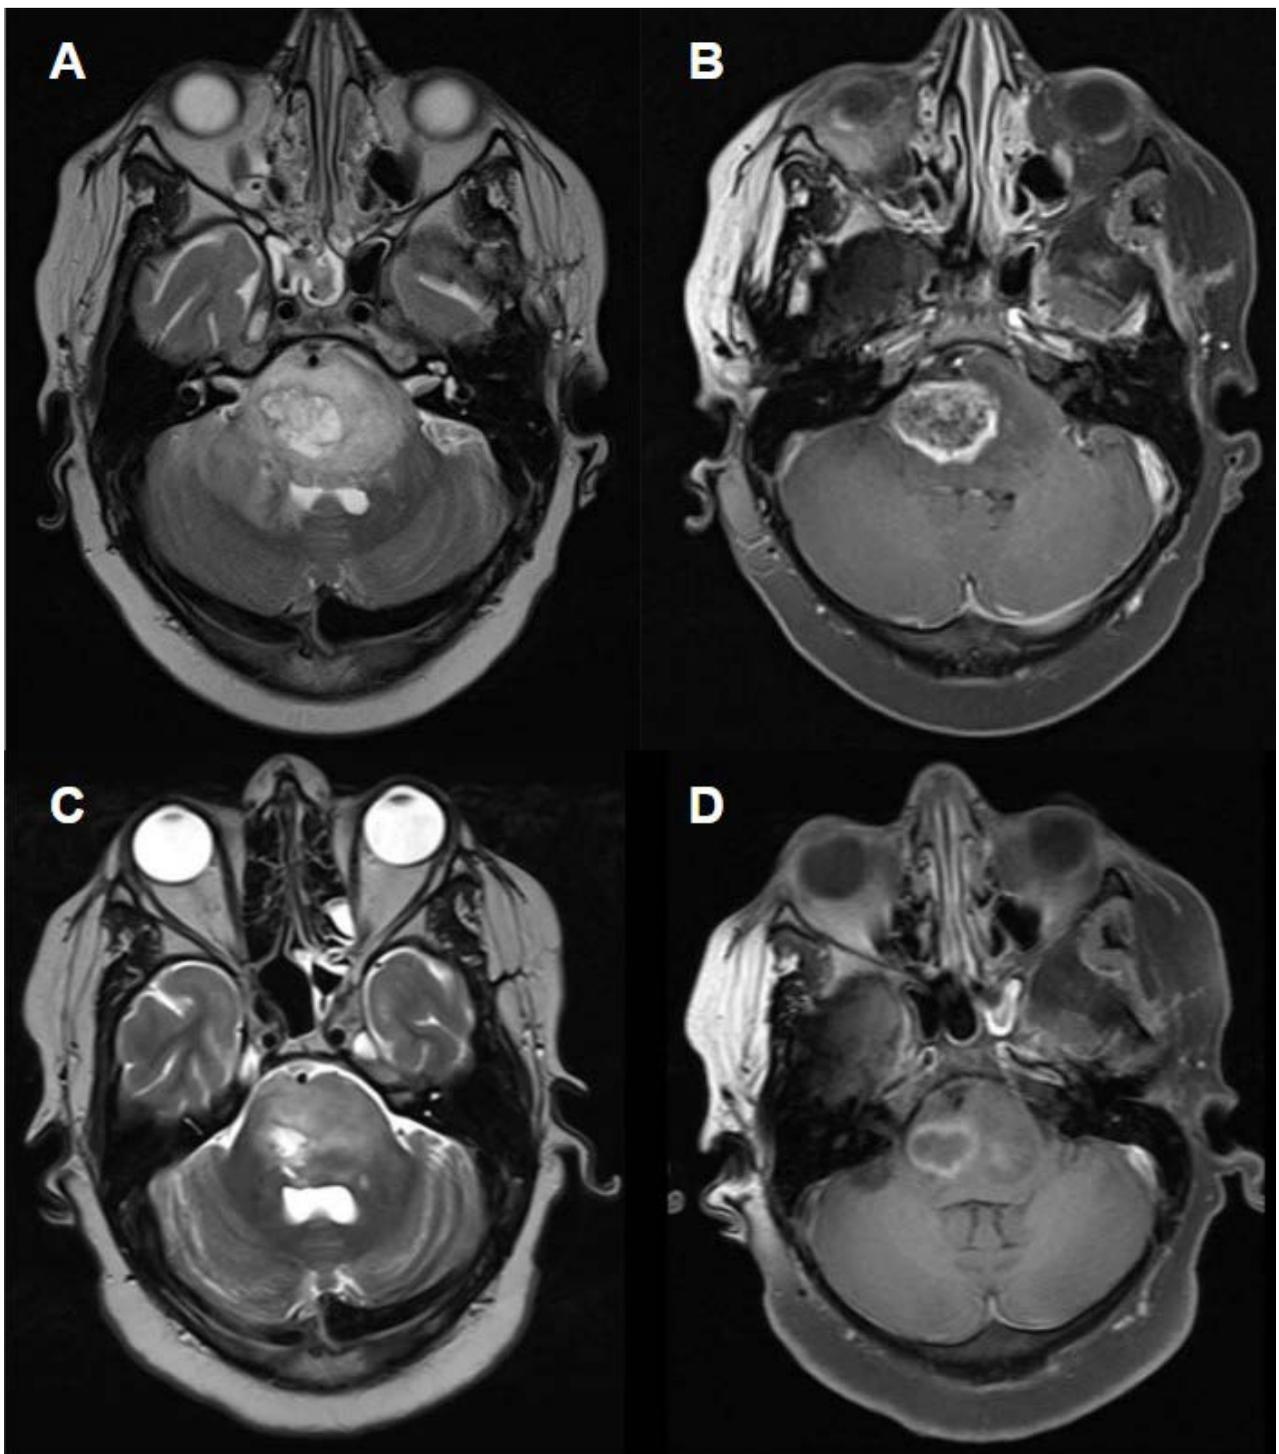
Caso 1: Imágenes de RMN postoperatoria, secuencias T2 y T1 con contraste (A y B 3 meses postoperatorios, C y D 8 meses).
